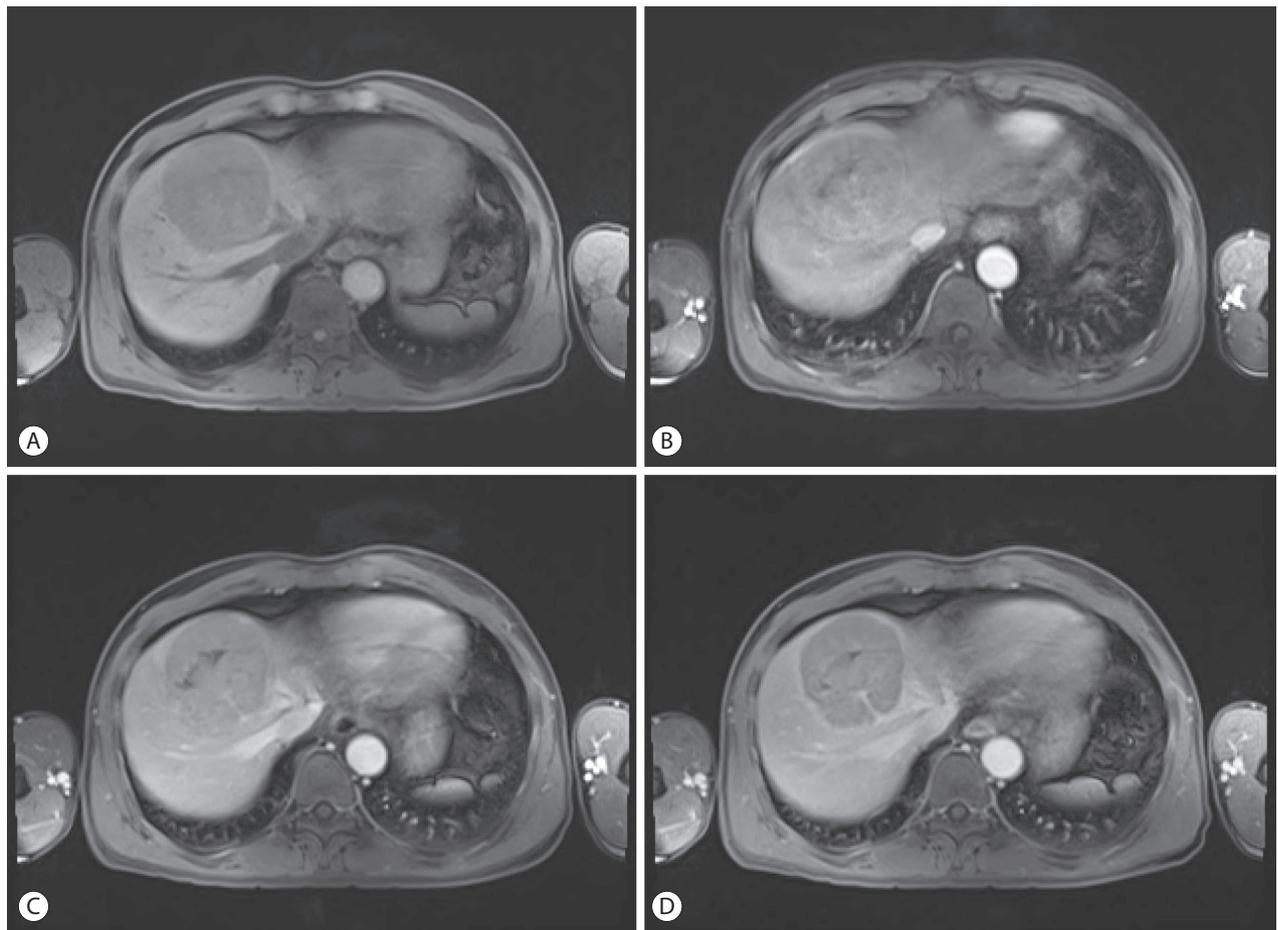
Magnetic resonance imaging (MRI) findings. MRI showed a well-defined, round lesion with low signal intensity on (A) unenhanced T1-weighted imaging. This lesion showed enhancement on (B) arterial phase and washout on (C) portal- and (D) hepatobiliary phases.
